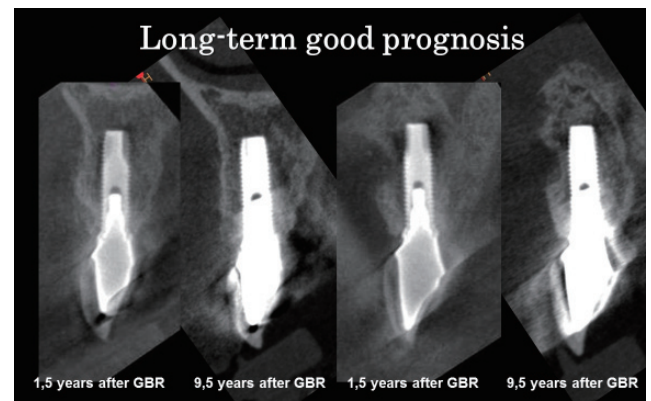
水平骨造成 CTでの術後1.5年後と9.5年後の比較
